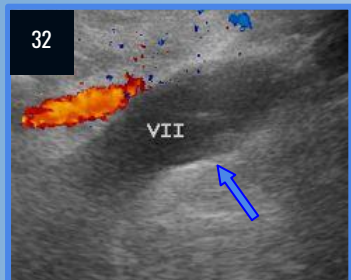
Y 33. Ecografía Doppler color y TC de abdomen con contraste EV. Se observa dilatación de la vena iliaca izquierda, con presencia de material ecogénico en su interior y ausencia de flujo vascular al estudio Doppler color (flecha azul). Tomografía donde evidencia prótesis permeable en territorio de la vena iliaca izquierda en un paciente tratado (flecha verde).
